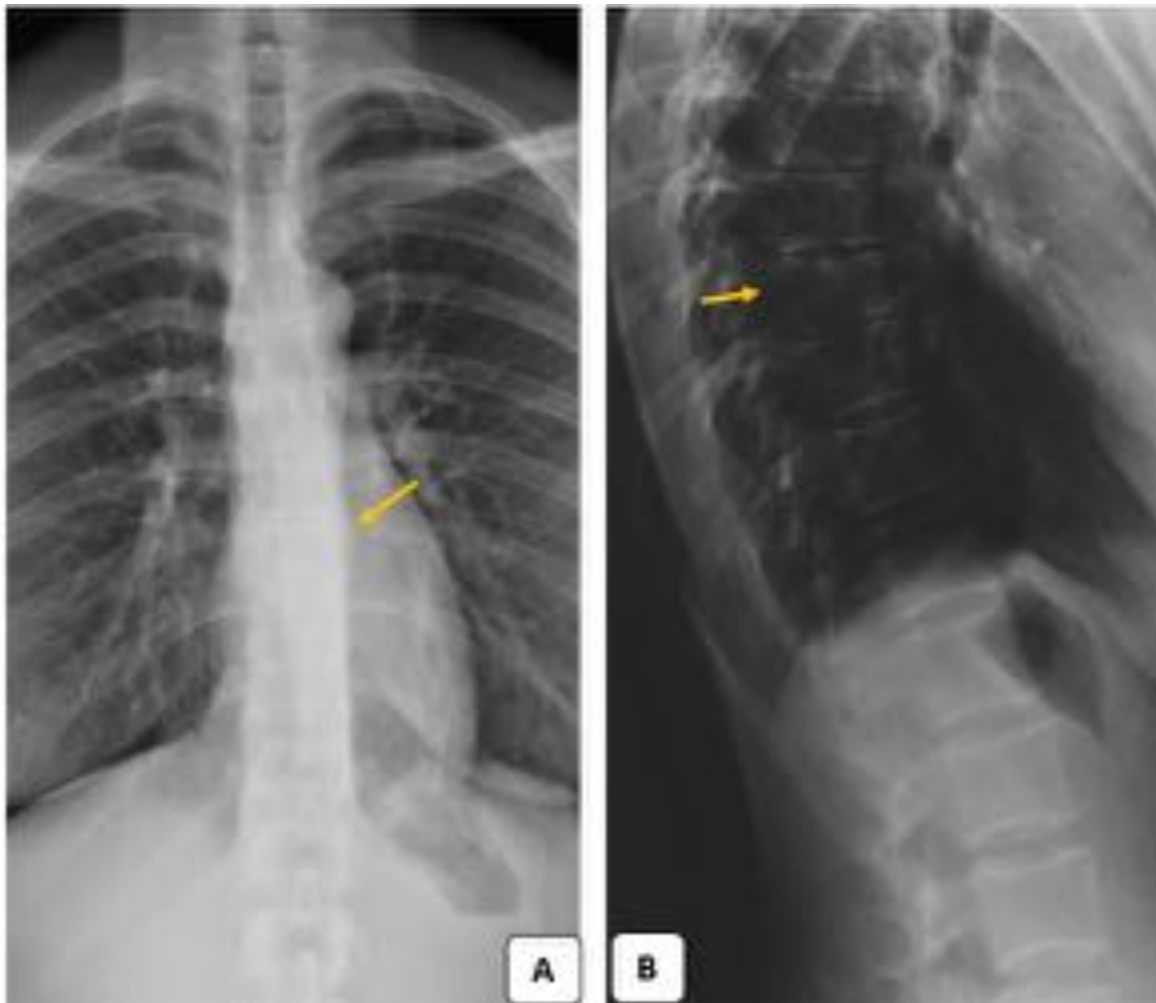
Fractura compresión aguda D9. Radiografía simple de columna dorsal AP (A) y lateral (B). En la proyección AP se aprecia un ensanchamiento de la línea paraespinal izquierda en localización de D9 (flecha). En la proyección lateral se aprecia una ligera disminución de altura en región anterior del cuerpo vertebral de D9 (flecha).
